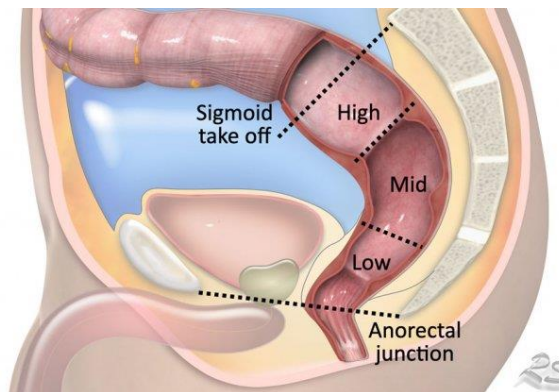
Tercios del recto. Tomada de Taylor FGM, Swift RI, Blomqvist L, Brown G. A Systematic Approach to the Interpretation of Preoperative Staging MRI for Rectal Cancer. American Journal of Roentgenology. diciembre de 2008;191(6):1827-35.
